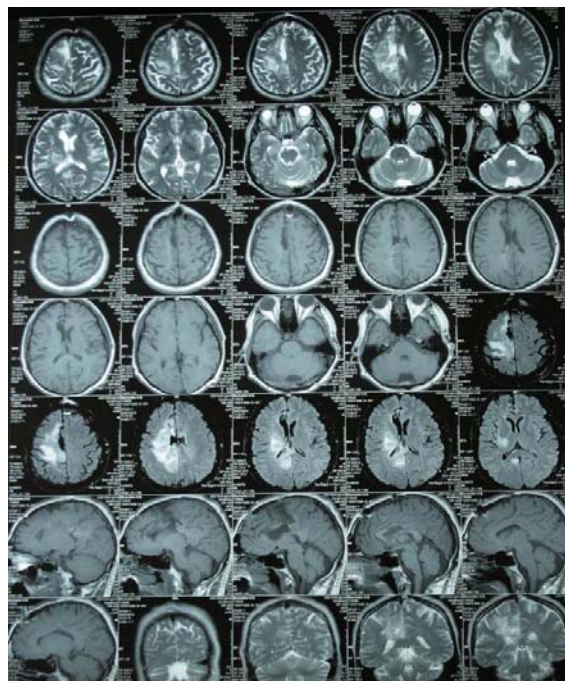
МРТ от 25.07.2012 г. Отмечается положительная динамика в виде уменьшения образования по сравнению с МРТ от 2.12.11.
